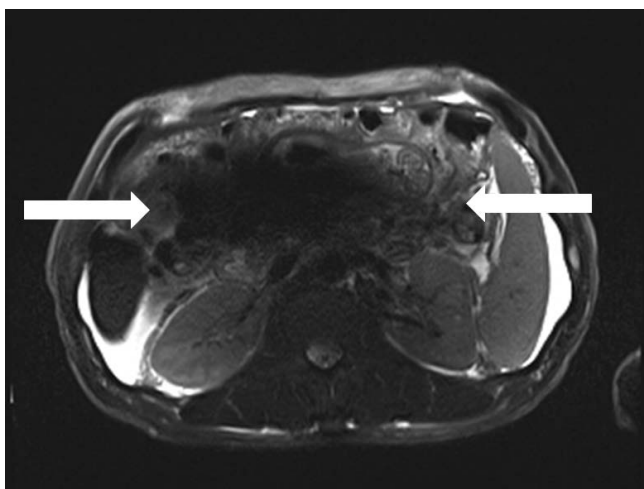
복수가 있는 간경화 환자의 3.0T MRI 기기를 이용해 얻은 T2 강조 영상. 영상의 중앙 부위에 신호가 감소된 dielectric artifact (화살표)가 관찰된다.
